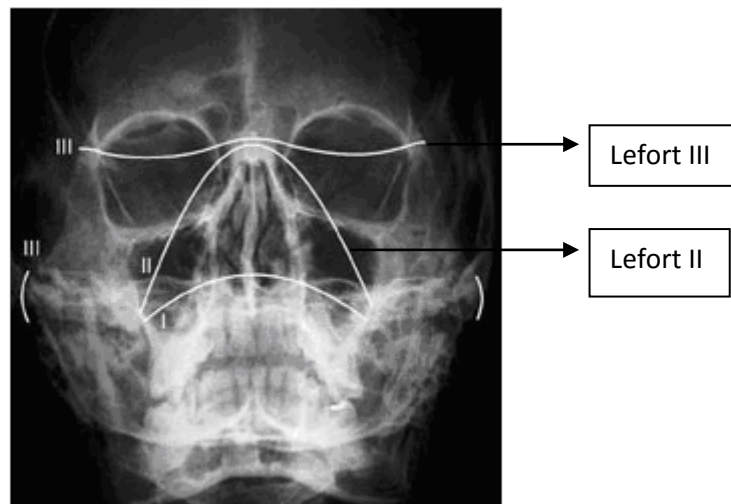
Radiographie standard montrant les lignes de fracture Lefort II, III
